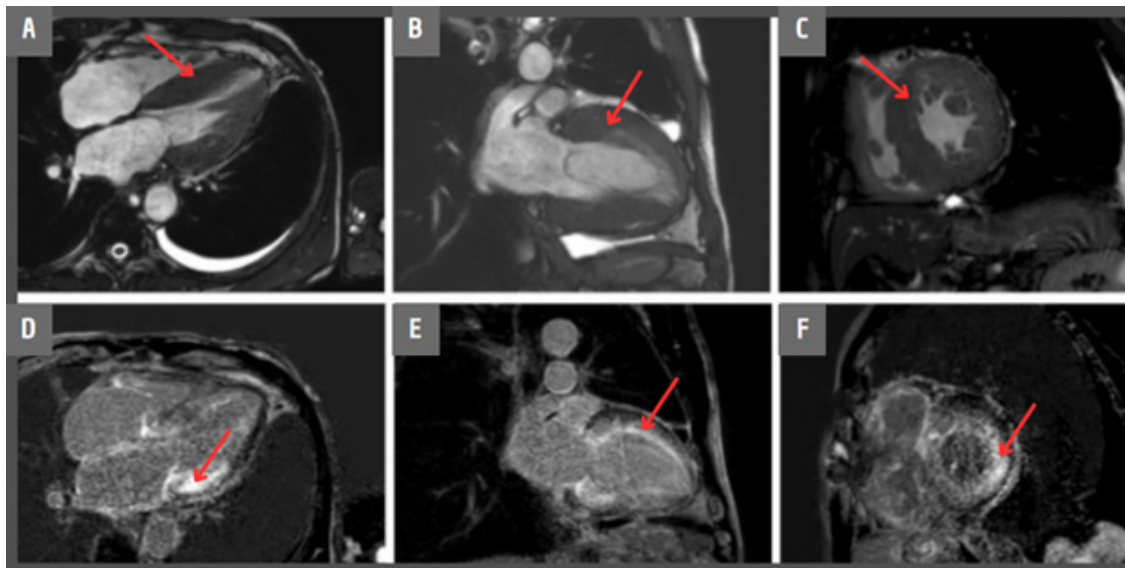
RM mostrando espessamento das paredes ventriculares (painéis A, B e C) e padrão difuso de realce tardio com contraste de gadolínio (mostrado nos painéis D, E e F). Esse padrão decorre de uma diferença na captação do contraste ao longo do tecido cardíaco, podendo ser encontrado em diversas lesões miocárdicas.
